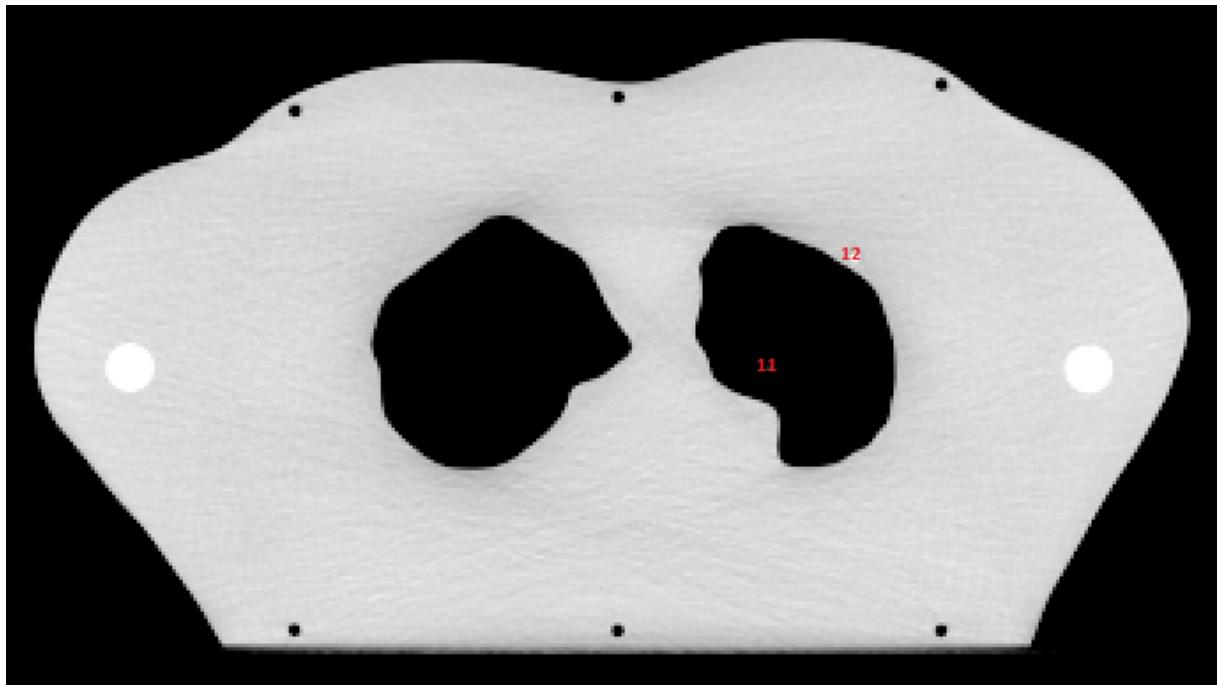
Dosimeterposisjoner CT-snitt 3 i lungefantomet.
